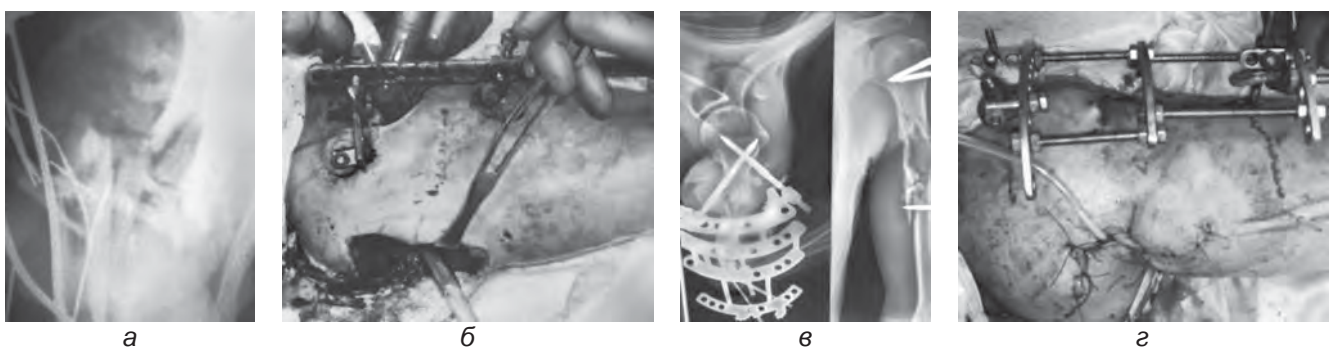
Рентгенограми і зовнішній вигляд вогнепального перелому плеча на етапах лікування (а–г)
